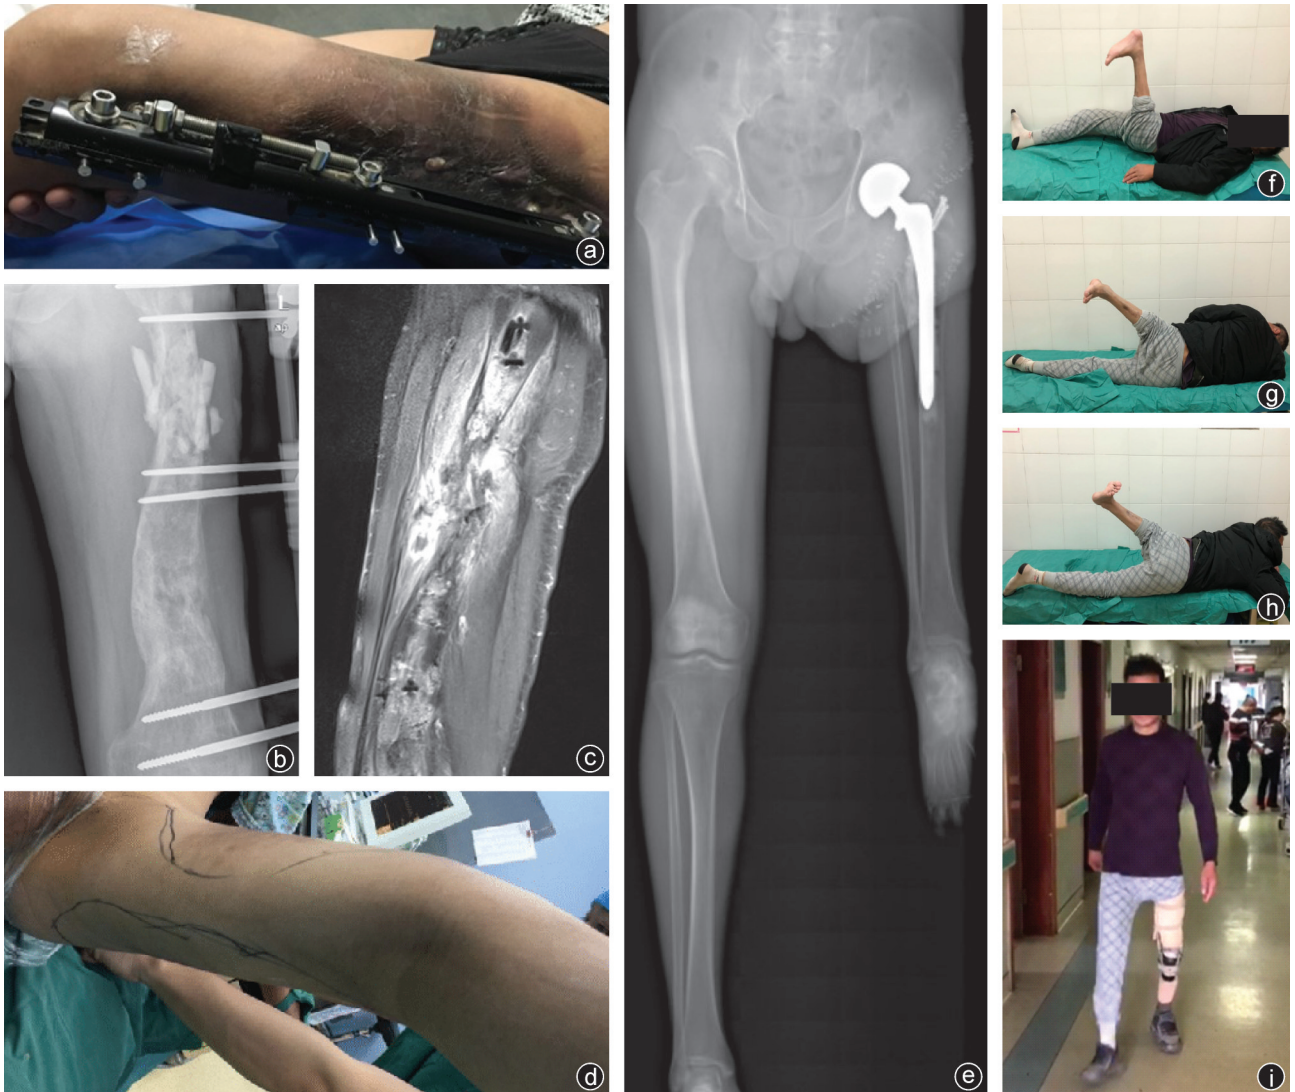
男,47岁,左大腿血管内皮瘤放疗术后股骨感染性骨不连 a:病人肢体放疗后皮革样外观;b:X线片提示股骨中上段不愈合,外固定在位;c:CT提示断端广泛水肿、积脓;d:术前设计切口;e:双下肢全长X线片提示假体在位满意,大粗隆骨块采用螺钉固定位置良好;f:前屈;g:后伸;h:后伸;i:步态
